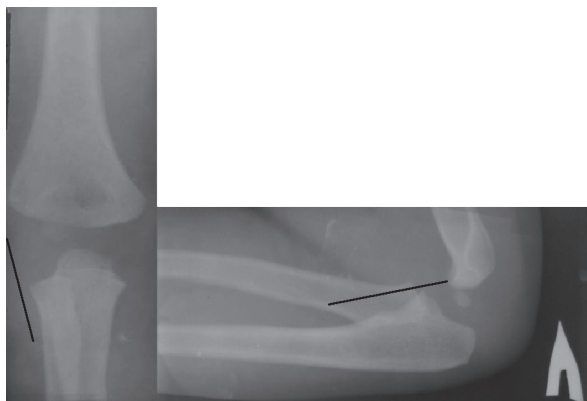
На рентгенограмі ліктювого суглоба хв. Д. 2 років відзначається підвигів голівки променевої кістки.
